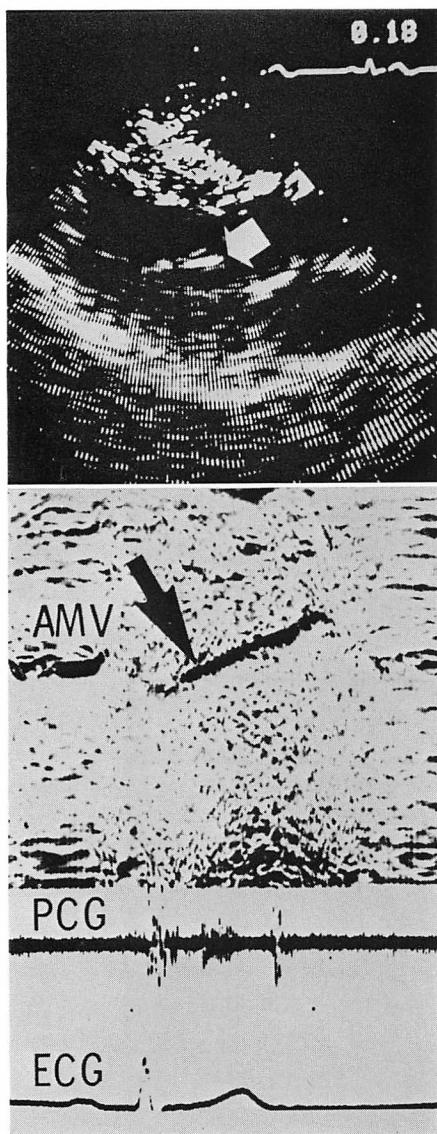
Two-dimensional (panel A) and M-mode (panel B) echocardiograms (Case 4).
